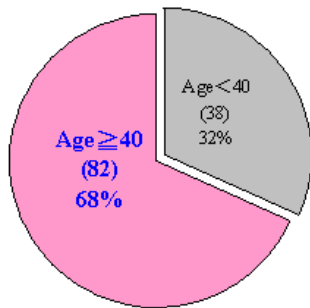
資料集 A 中 120 個 CT 檢查案例在 40 歲前後的分佈
